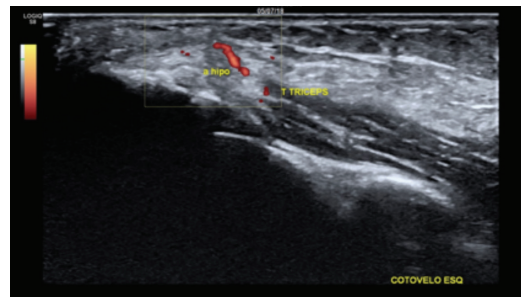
Tendão do tríceps braquial do paciente da figura 1.2 à avaliação do Doppler de Amplitude demonstrando polo vascular, confirmando patologia ativa.
